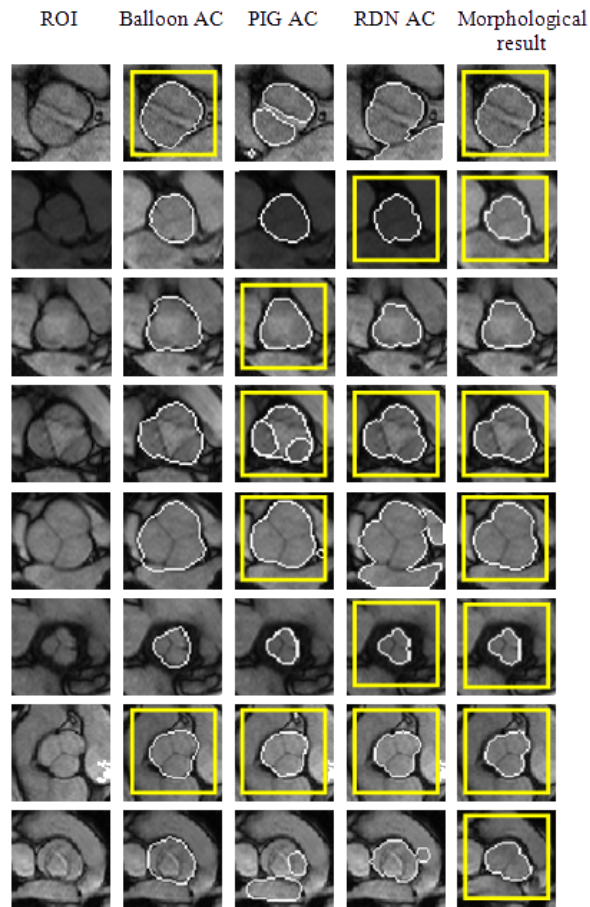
Comparaison entre plusieurs contours actifs et la segmentation BGR (notée Morphological results) sur plusieurs examens ciné-IRM des sinus de Valsalva. Pour chaque examen (ligne), les résultats les plus intéressants sont encadrés en jaune.
